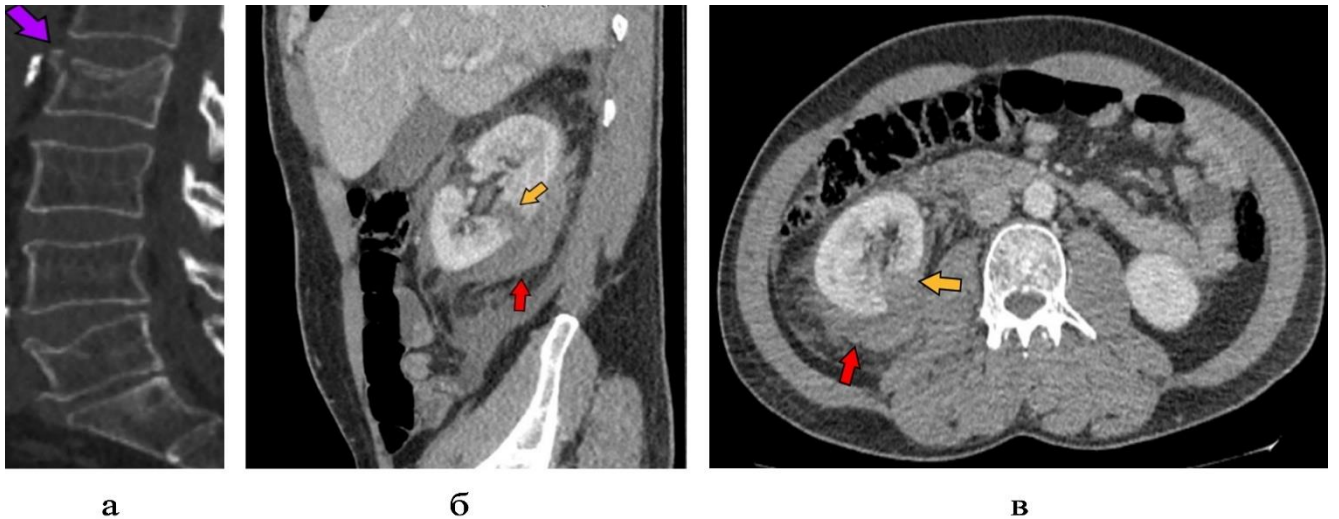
МСК-томограммы пациента почек и забрюшинного пространства П., 43 года, на 2-е сутки после сочетанной травмы: поясничный отдел позвоночника, сагиттальная плоскость (а), кортико-медулярная фаза контрастирования в сагиттальной (б) и аксиальной плоскостях (в). Определяются перелом L2 позвонка (фиолетовая стрелка), разрыв правой почки (оранжевая стрелка), небольшая околопочечная гематома (в) – III степень по AAST (красная стрелка)
